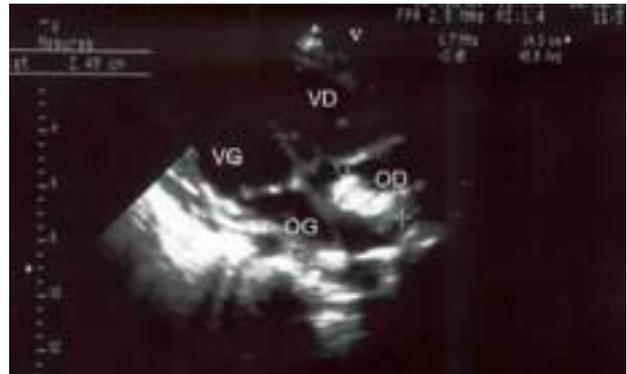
2 dimensions' transthoracic echography four chambers view showing dilation of right cavities with a mass of 81 mm long axis, attached on the ventricular side of the tricuspid annulus and in the right atrium. VG=Left ventricule, OD=Right atrium, OG= Left atrium, VD=Right ventricule.
